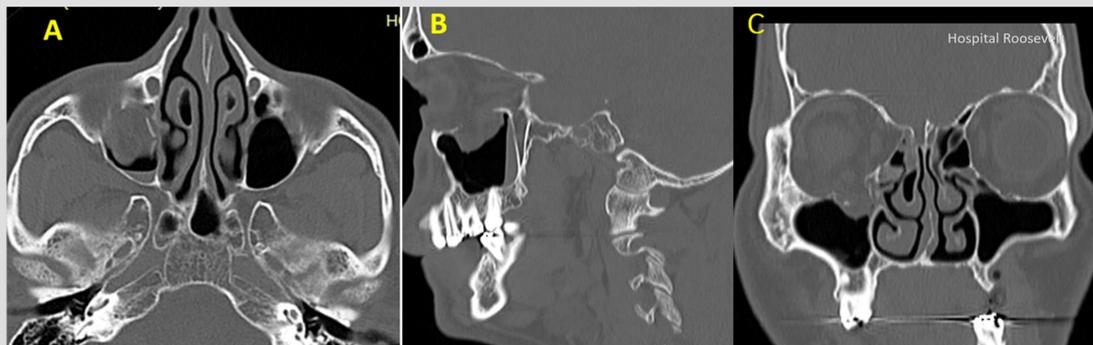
imágenes CT Scan Preoperatoria con cortes A axiales B sagitales C coroneales
